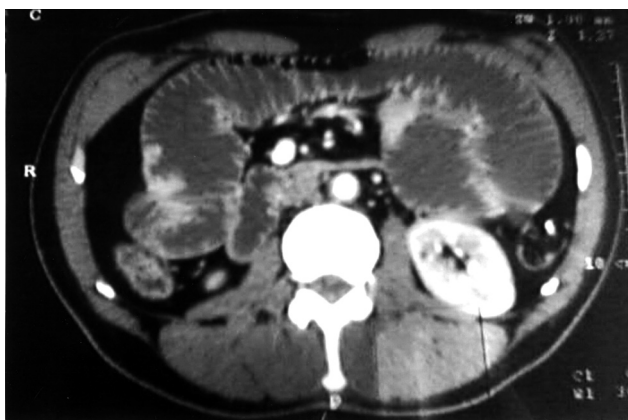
TDM abdominale : dilatation du grêle.
